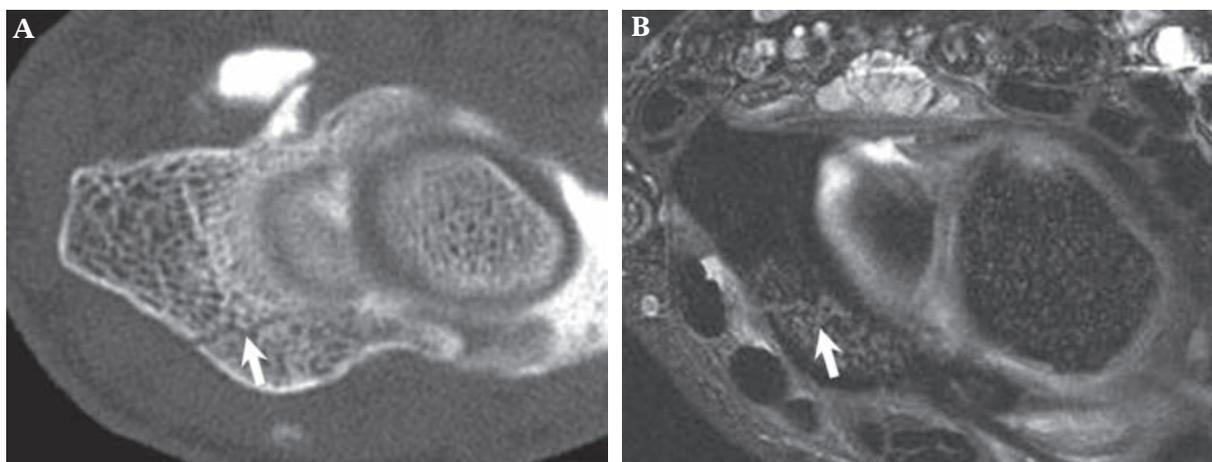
Fracture occulte du rebord postérieur du radius en arthroscanner (A) et en arthro-IRM (B). Le trait de fracture (flèche) est discret en arthroscanner et presque invisible sur l'arthro-IRM car la séquence en écho gradient n'est pas sensible à l'œdème médullaire.
